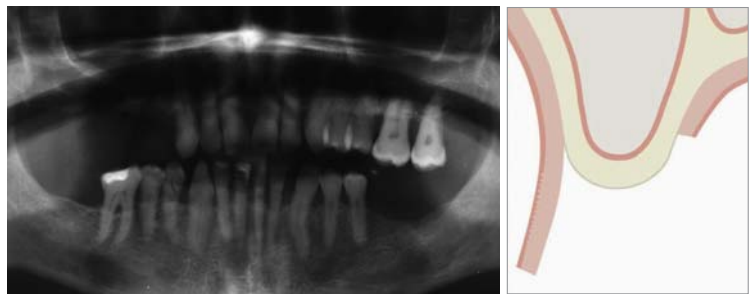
Präoperatives Röntgenbild. – Abb. 2: Querschnitt eines atrophierten Kiefers.
